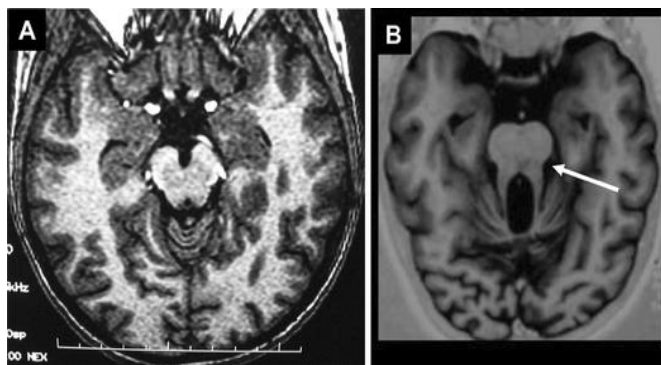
“Sinal do dente molar” numa imagem de ressonância magnética cerebral (RM).
